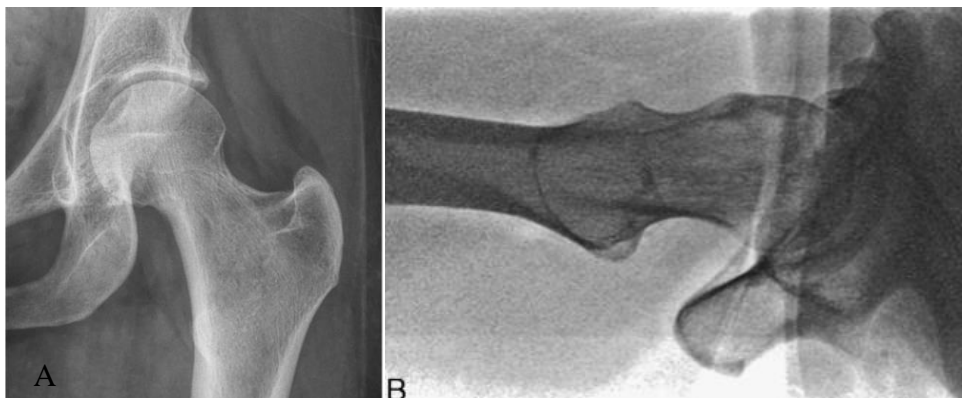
A - Radiografia AP da anca esquerda. Fonte: Huang BK, 2019 ⁽¹⁷⁾. B – Radiografia de perfil, incidência de *Cross Table-View* da anca direita. Fonte: Ganz R, 2003 ⁽³⁴⁾.
